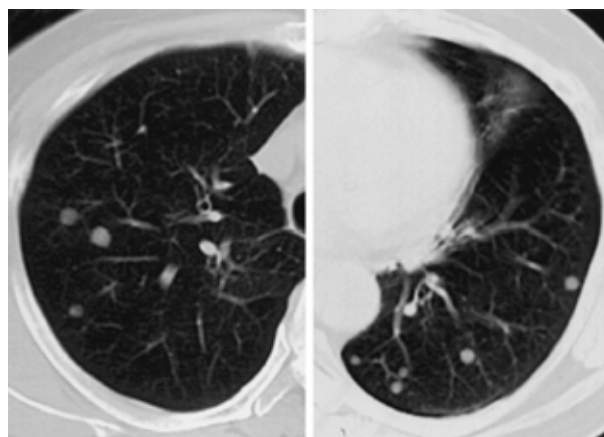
Chest radiograph on admission shows bilateral multiple small nodular lesions.
